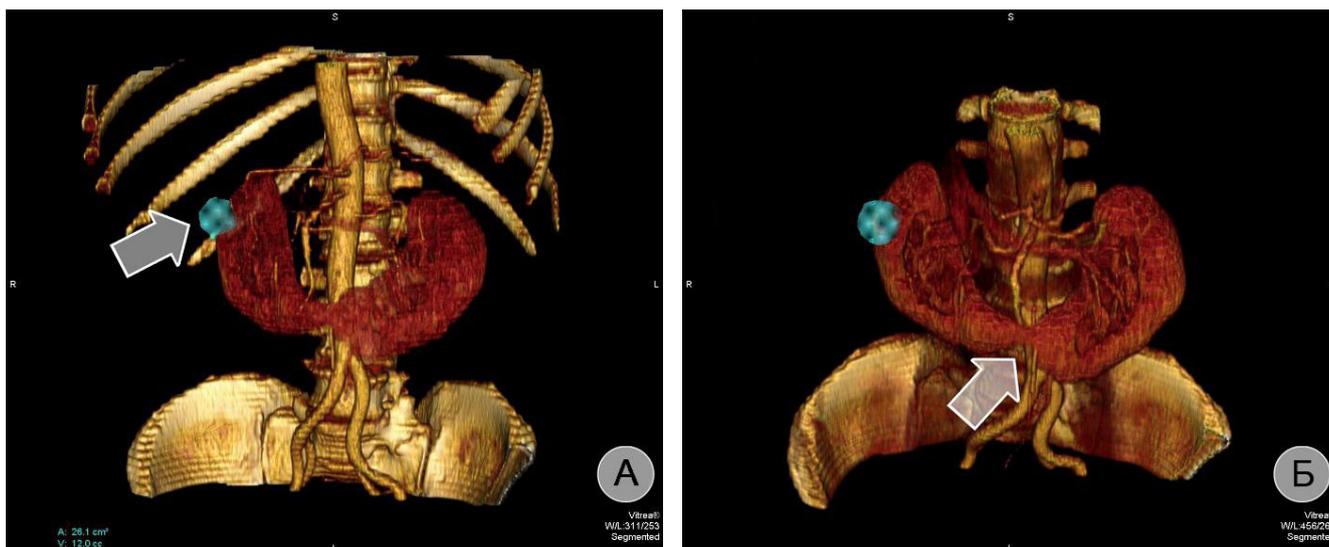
Трехмерная реконструкция почек и магистральных сосудов по данным спиральной компьютерной томографии. (А) Опухоль правой половины подковообразной почки (стрелка). (Б) Перешеек подковообразной почки (стрелка)
